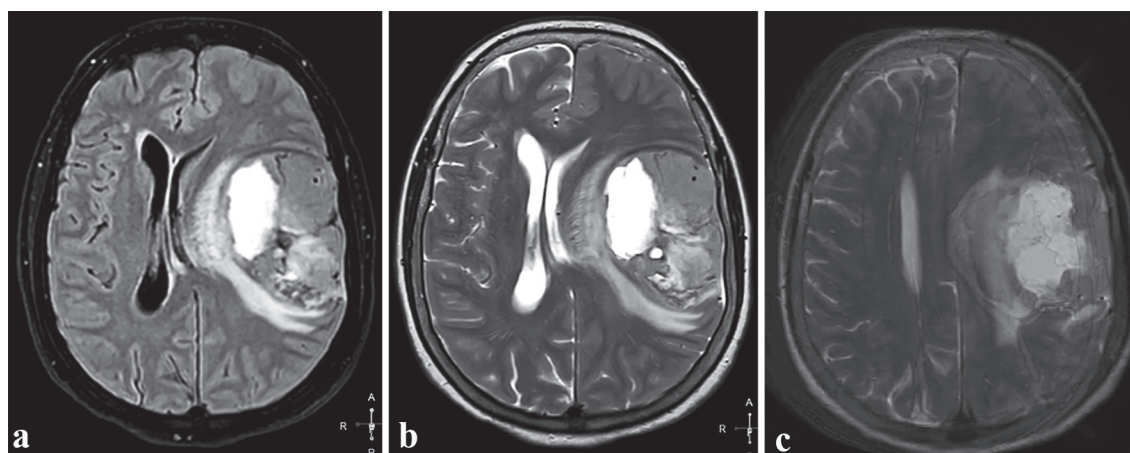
IRM cerebral. Imagini în plan axial, a – FLAIR, b – T2w, c – T1w cu agent de contrast în fuziune cu T2w. Tumoră intra-cerebrală, regiunea temporo-parietală pe stânga.
